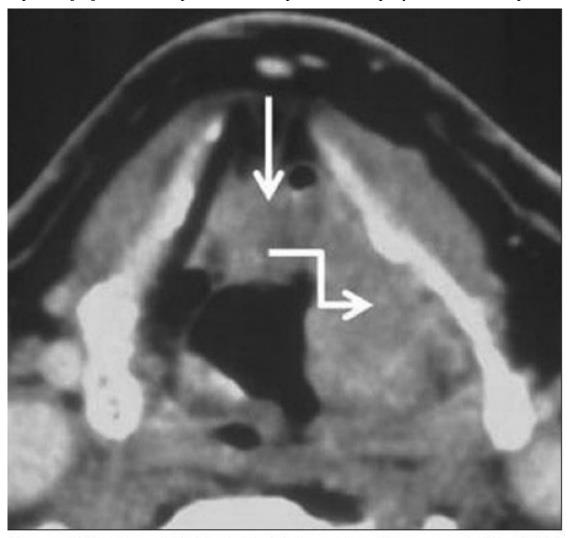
Aryepiglottic fold SCC confined to supraglottis. Axial contrast CT image shows a left aryepiglottic fold mass infiltrating the preepiglottic (straight white arrow) and the left paraglottic space (white elbow arrow)
